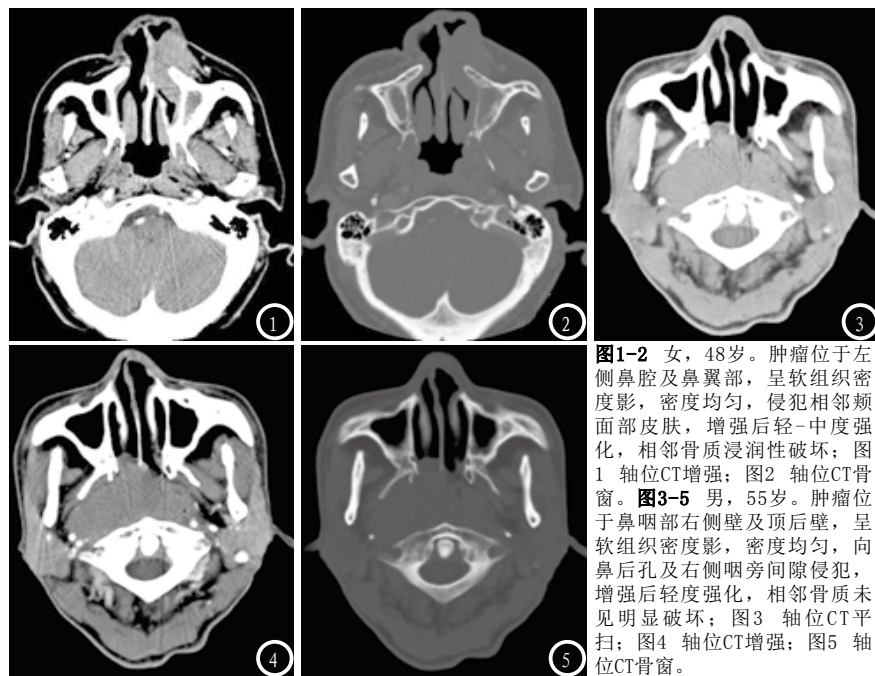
女,48岁。肿瘤位于左侧鼻腔及鼻翼部,呈软组织密度影,密度均匀,侵犯相邻面部皮肤,增强后轻-中度强化,相邻骨质浸润性破坏;图1 轴位CT增强;图2 轴位CT骨窗。图3-5 男,55岁。肿瘤位于鼻咽部右侧壁及顶后壁,呈软组织密度影,密度均匀,向鼻后孔及右侧咽旁间隙侵犯,增强后轻度强化,相邻骨质未见明显破坏;图3 轴位CT平扫;图4 轴位CT增强;图5 轴位CT骨窗。
